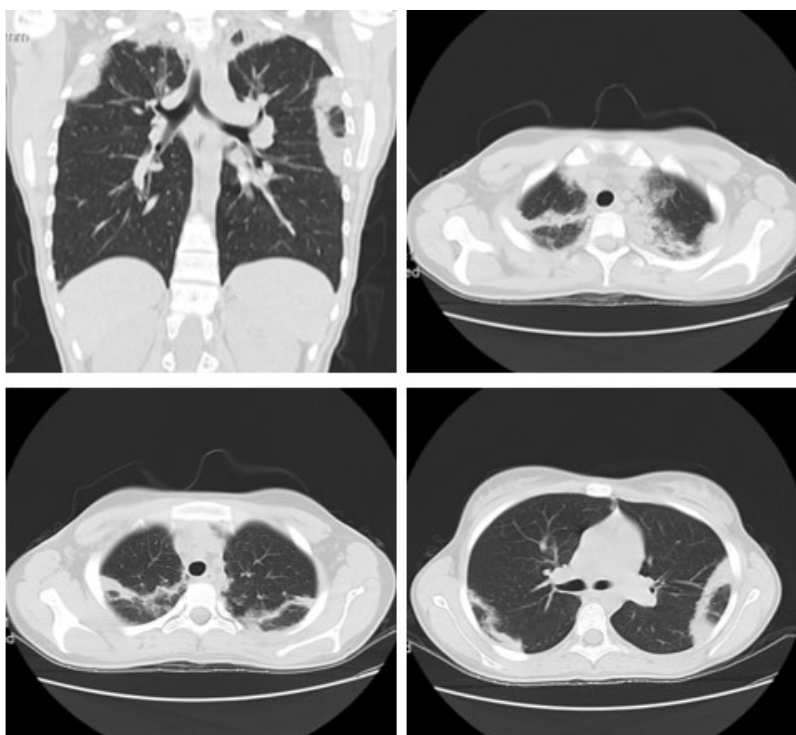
Imagens de Tomografia Computadorizada obtida durante o internamento no CHO-CR a 26/06/2019, em plano sagital (fig. 4) e coronal (fig. 5-7).
